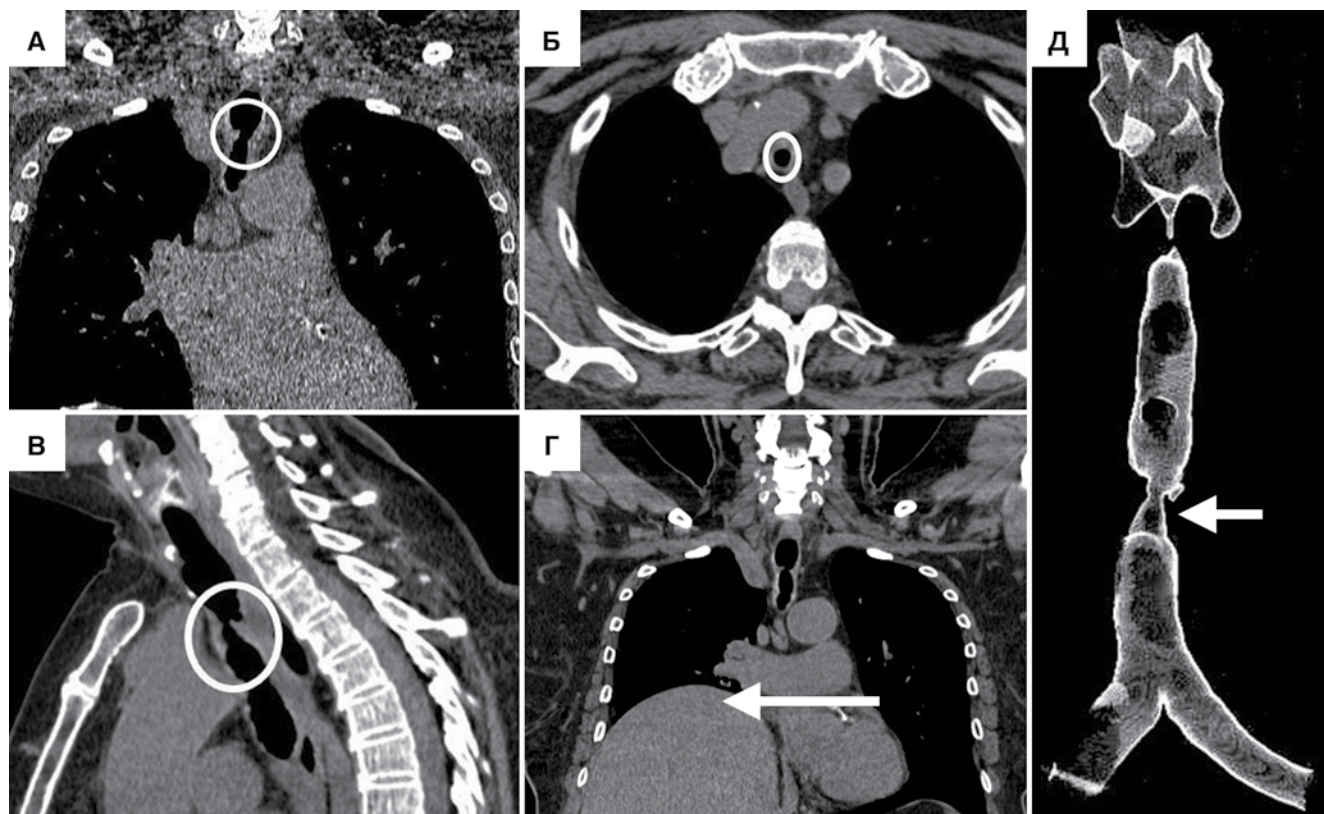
Компьютерная томография органов средостения пациентки Ш. А – стеноз трахеи, фронтальная проекция, диаметр 4,75 мм; Б – стеноз трахеи, аксиальная проекция, 5 × 5,3 мм; В – стеноз трахеи, сагиттальная проекция, протяженность 21 мм; Г – релаксация правого купола диафрагмы, фронтальная проекция; Д – 3D-реконструкция трахеи
